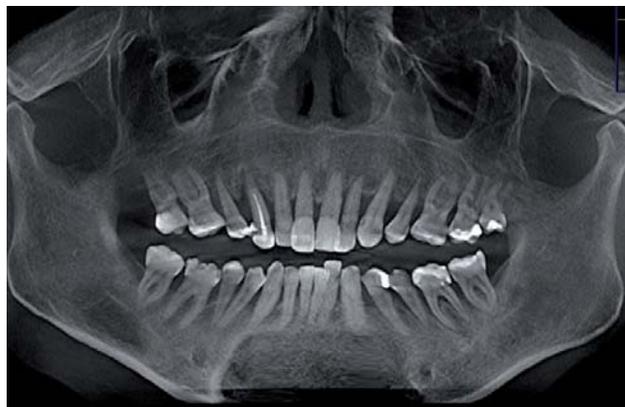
Das Röntgenbild (Auszug aus der 3-D-Aufnahme) zeigt den starken horizontalen Knochenabbau, Prognose der Zähne im OK und UK infaust.
